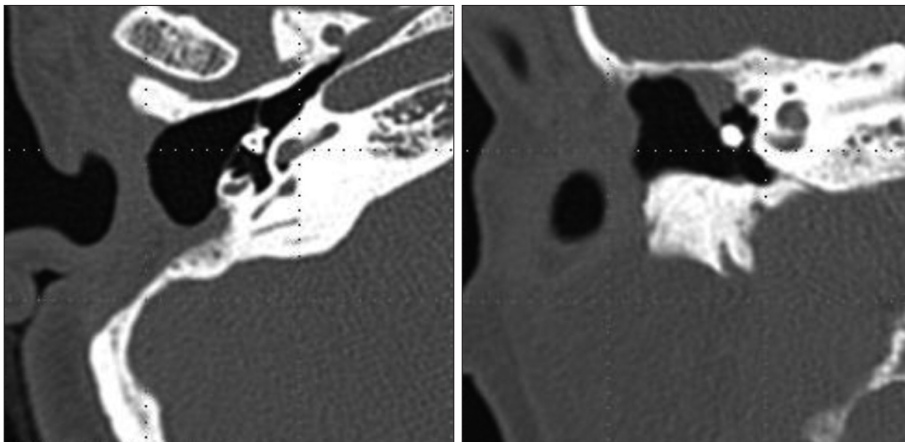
There was no tumor recurrence in temporal bone computed tomography of 6 month after open cavity mastoidectomy.
